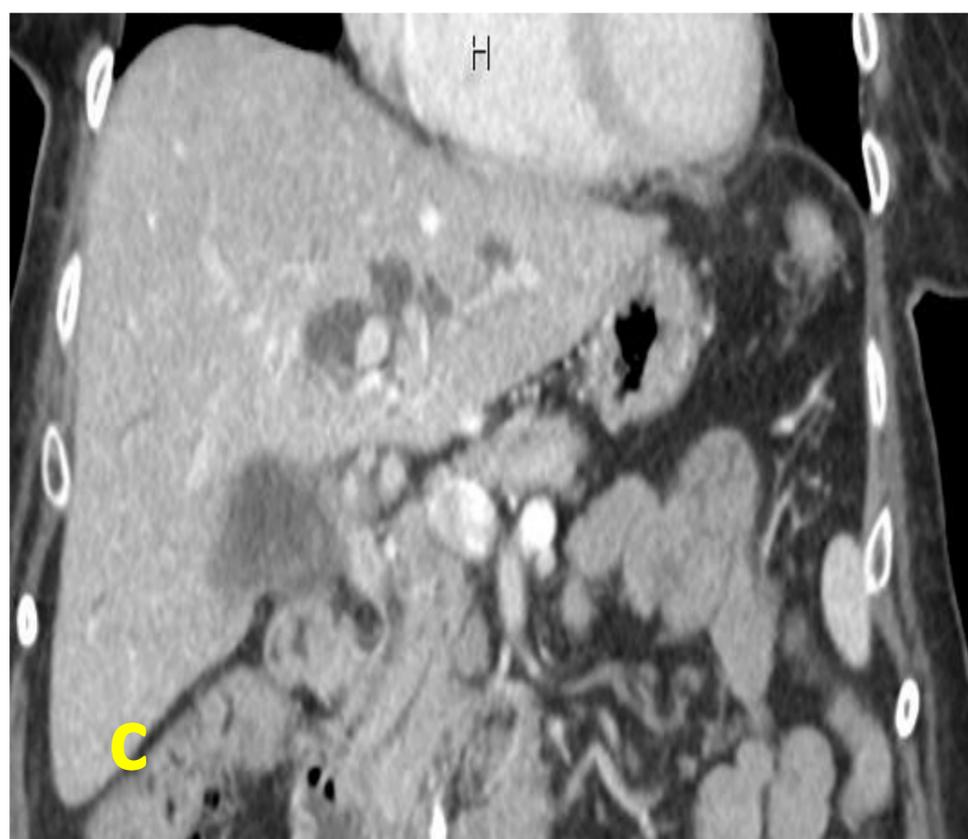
Estenosis maligna Klatskin tipo I: a) CTH y DBE en vía biliar derecha, b) CTH y DBI-E que sobrepasa la zona estenótica, c) correlación con reconstrucción en coronal de TC donde se observa la estenosis y dilatación de la vía biliar.
